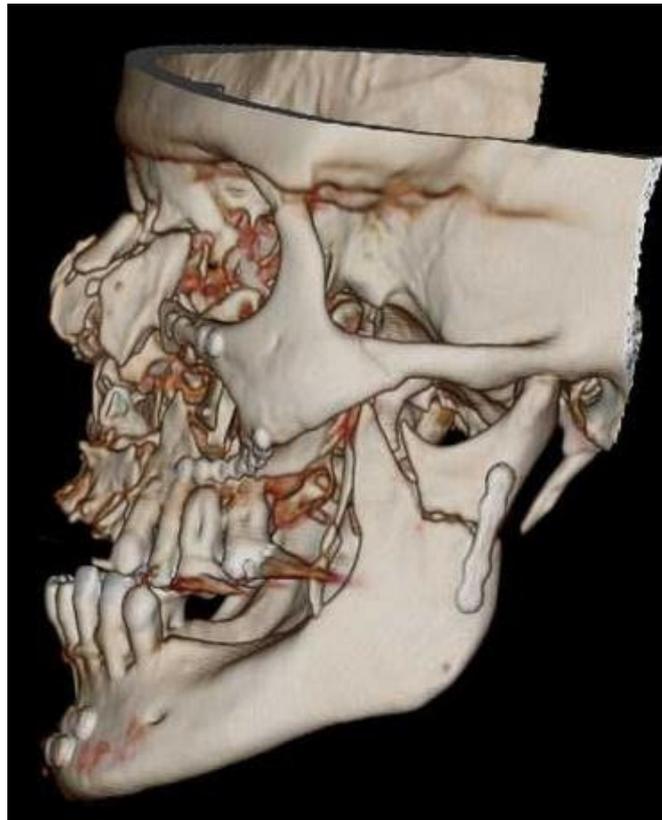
Reconstrução 3D da TC pós-operatória
